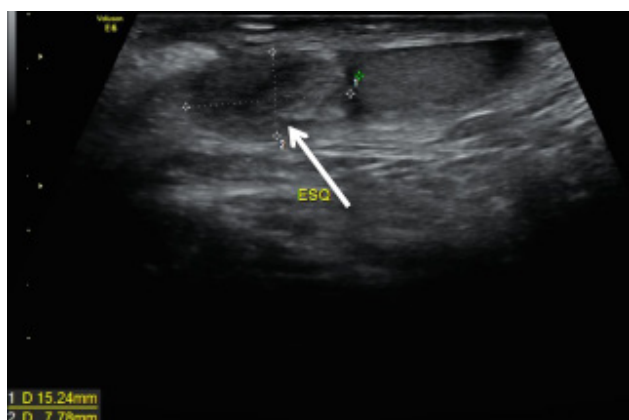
Imagem de ecografia escrotal, com sonda linear de 11MHz, que demonstra estrutura globalmente heterogênea, adjacente ao polo superior do testículo esquerdo, com 1,5x0,8 cm, que se atribui a torção de Hidátide de Morgagni (seta branca).
